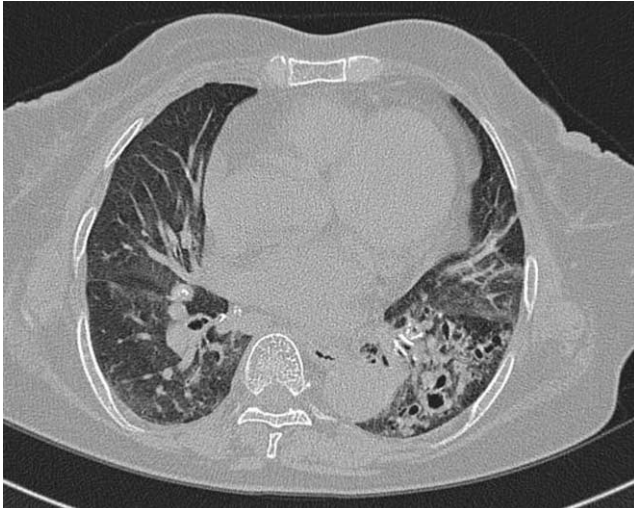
Computed tomography shows bronchiectasis with peribronchovascular infiltration in the left lower lobe.
